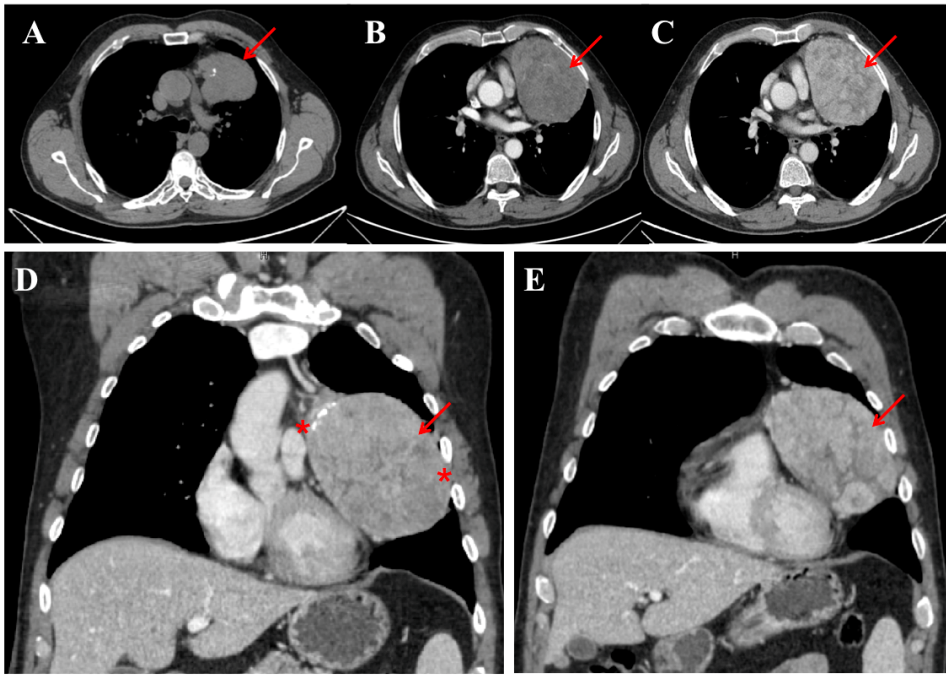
E 2 Timoma visualizzabile nelle immagini dello studio TC dopo mdc: basale (figura A), arteriosa (figura B) e portale (figura C), e riformattazioni coronali (figure D e E), sagittali (figure F e G) e MIP (figura H). In tutte le figure si evidenzia una voluminosa massa solida ovalare (freccia rossa), a margini polilobati, con densità ed impregnazione disomogenea, non dissociabile dalla pleura mediastinica e costale (fig. D, asterischi rossi) dal pericardio (fig. F, asterisco rosso). Nella sua porzione superiore (fig. A, D, F) si evidenziano alcune calcificazioni. La lesione sembra avere una vascolarizzazione arteriosa da rami a partenza dalla mammaria interna (fig. H, freccia verde). La formazione è in contiguità con l'arteria polmonare principale, con la vena polmonare superiore di sinistra e con il ventricolo sinistro .
